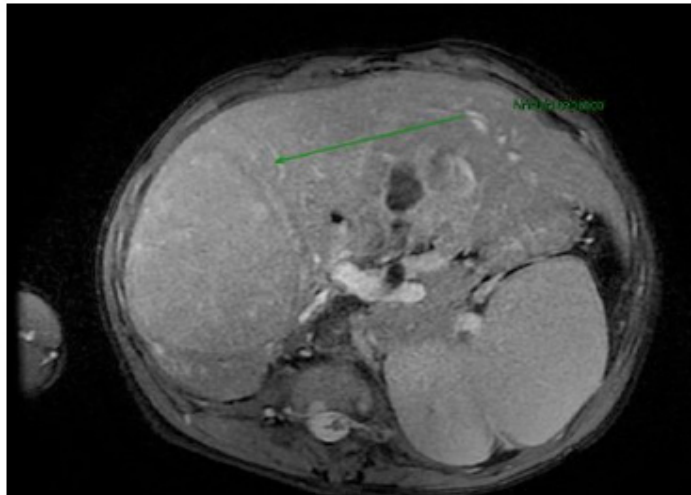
Os achados também foram confirmados por ressonância magnética.
